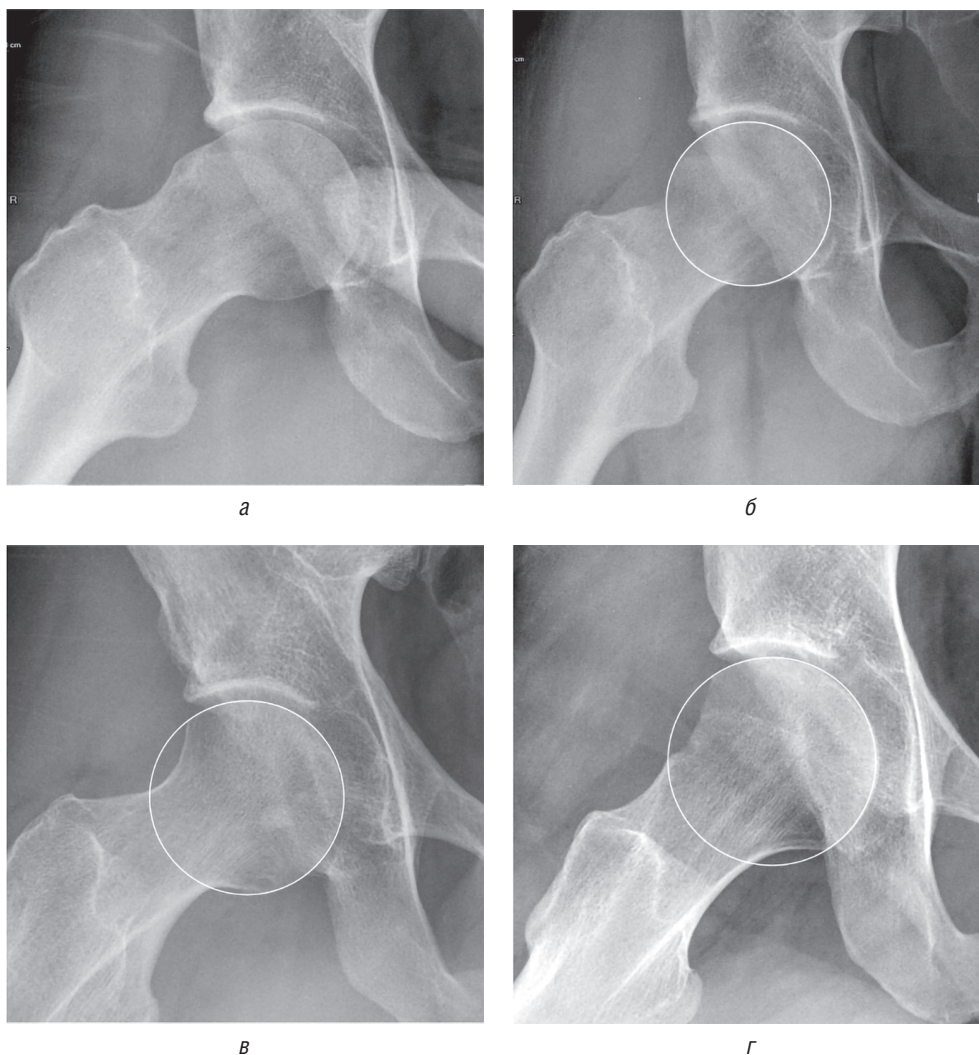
Примеры оценки сферичности костного контура после феморопластики: *а* — дооперационная рентгенограмма в укладке Dunn 45°; *б* — сферическая феморопластика; *в* — несферическая феморопластика (участок обратной кривизны, локальная вогнутость); *г* — несферическая феморопластика (локальное уплощение/ступенчатость контура)
